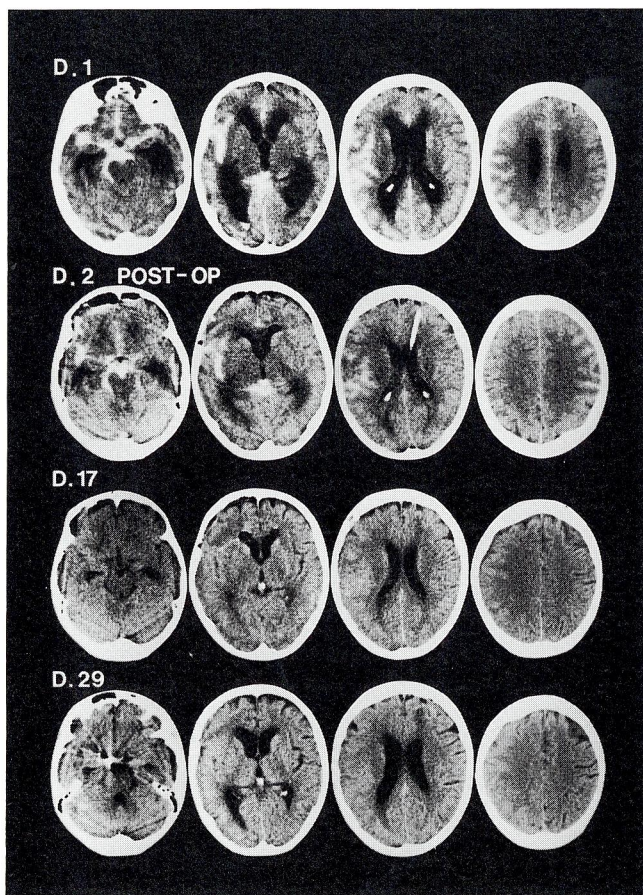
A Case 2 : Serial CT scans.
